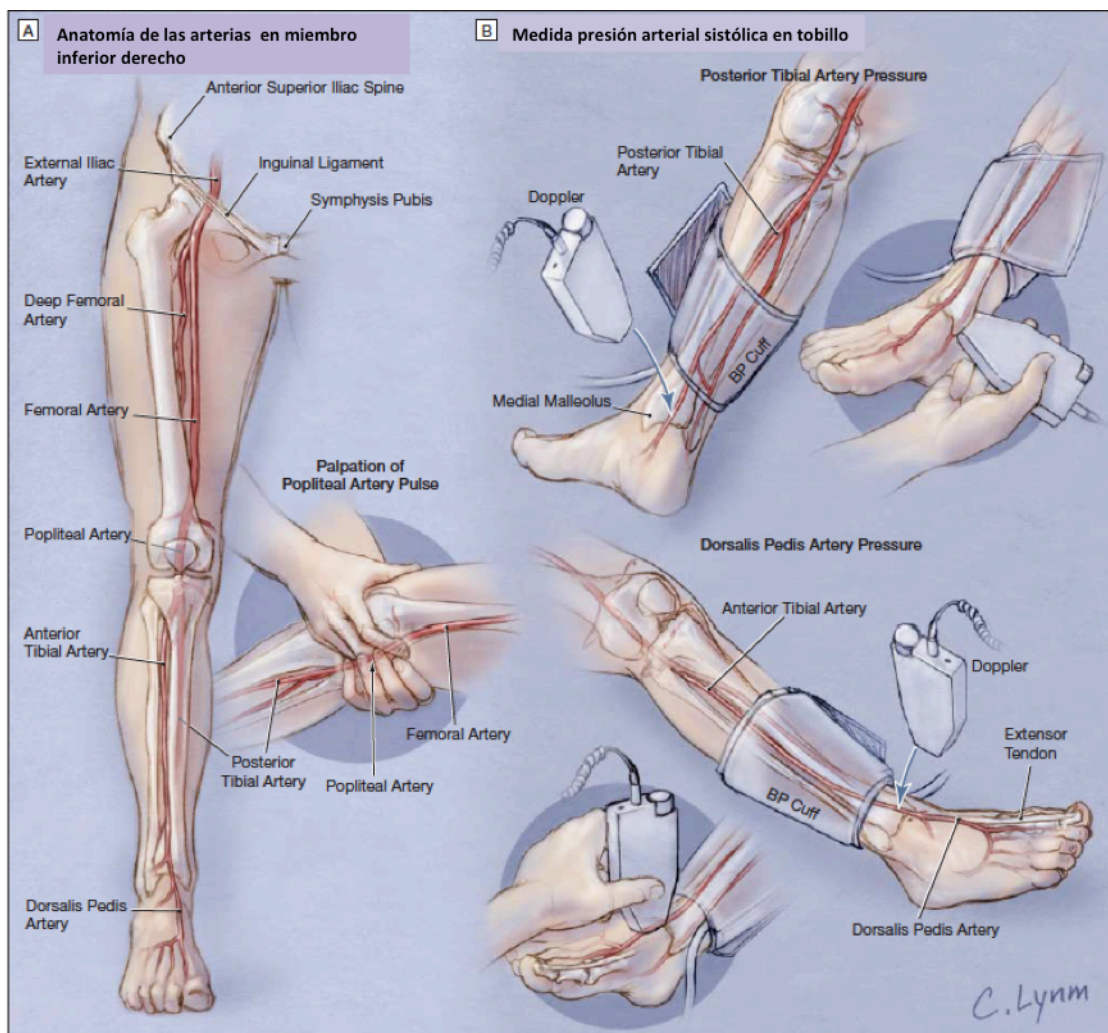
A) Anatomía normal del miembro inferior derecho en vista anterior y palpación de la arteria poplíteica introduciendo los dedos de ambas manos en el hueco poplíteico. B) Para determinar la presión arterial sistólica con el doppler bien en arteria tibial posterior o en arteria pedia. Khan NA, 2006<sup>35</sup>.
